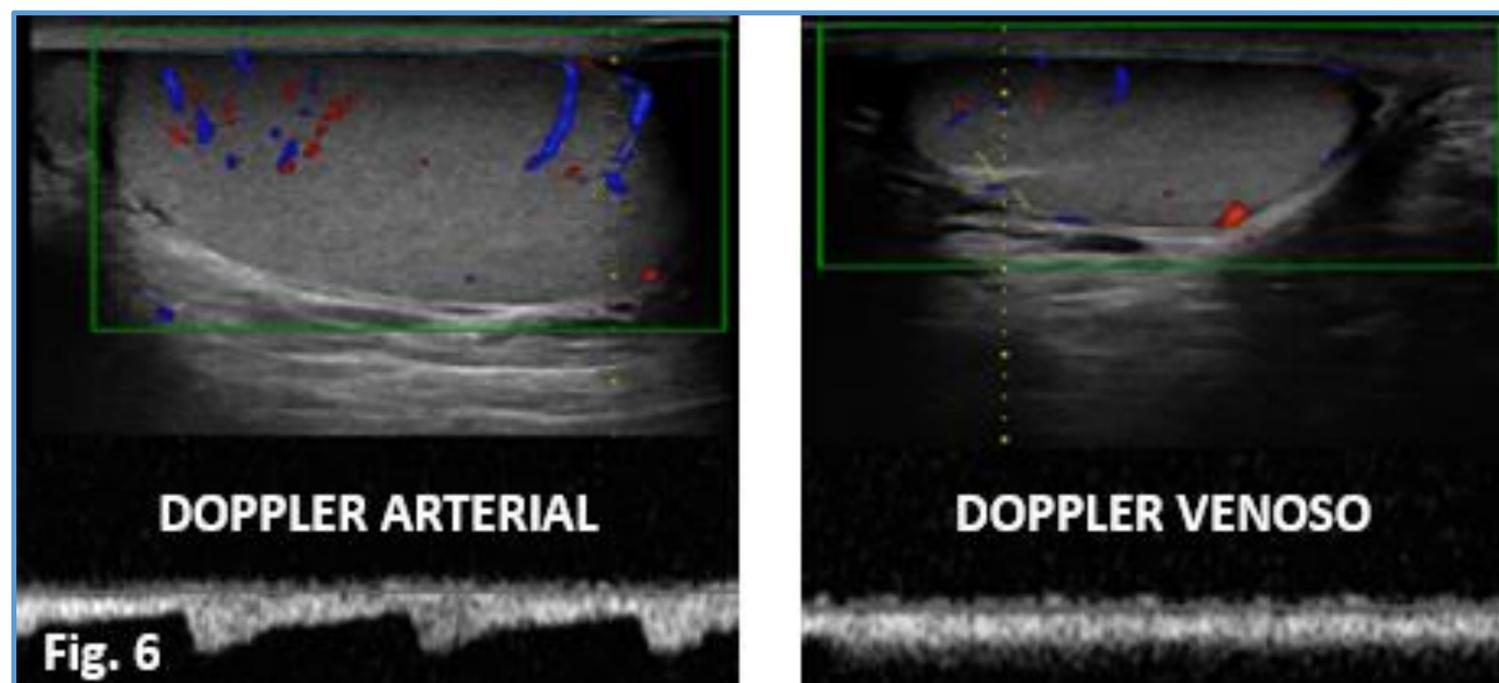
Corte longitudinal del estudio Doppler a color y pulsado.
